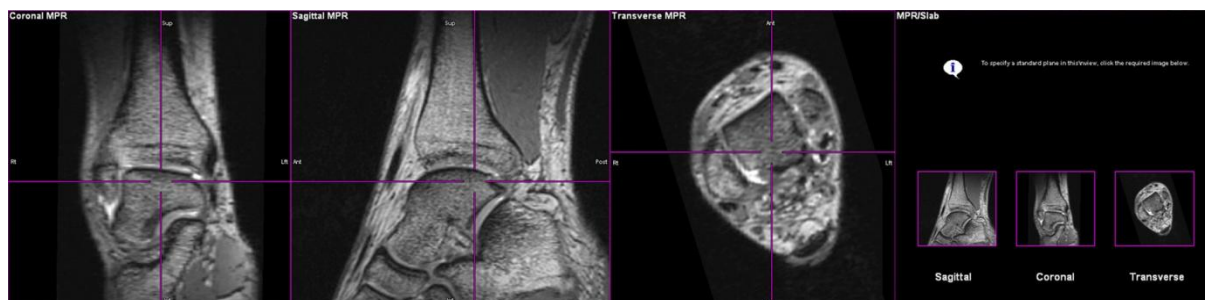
МРТ голеностопного сустава, T2-взвешенные 3D изображения в сагиттальной плоскости с последующей MPR реконструкцией
